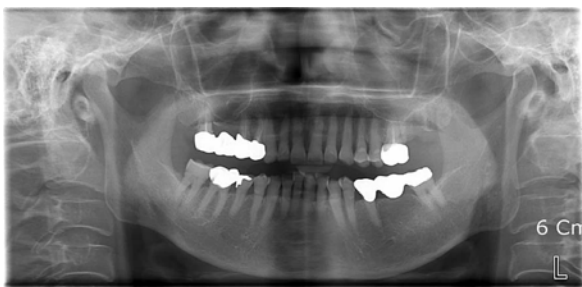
Case 2. Panoramic radiographic image
